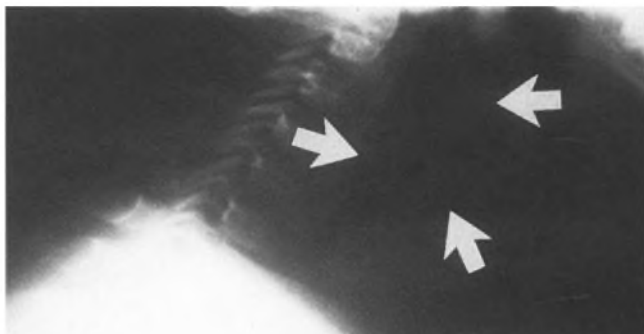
Seitliche Röntgenaufnahme der Halsweichteile mit deutlicher retropharyngealer Flüssigkeitsansammlung.
